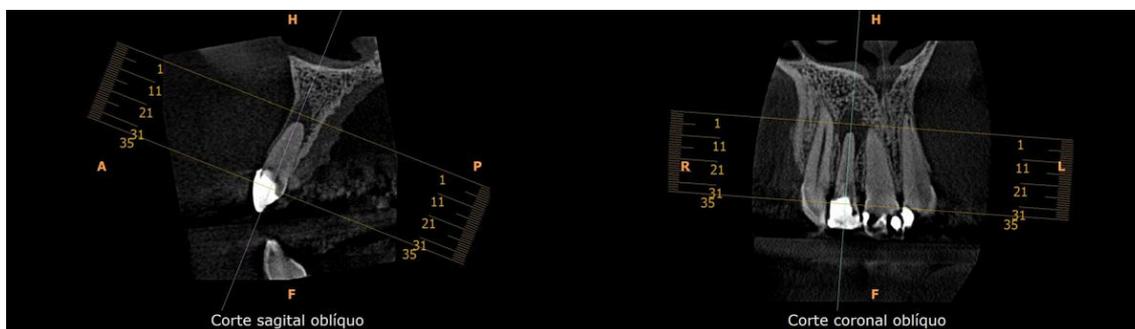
Tomografia para confecção da guia
